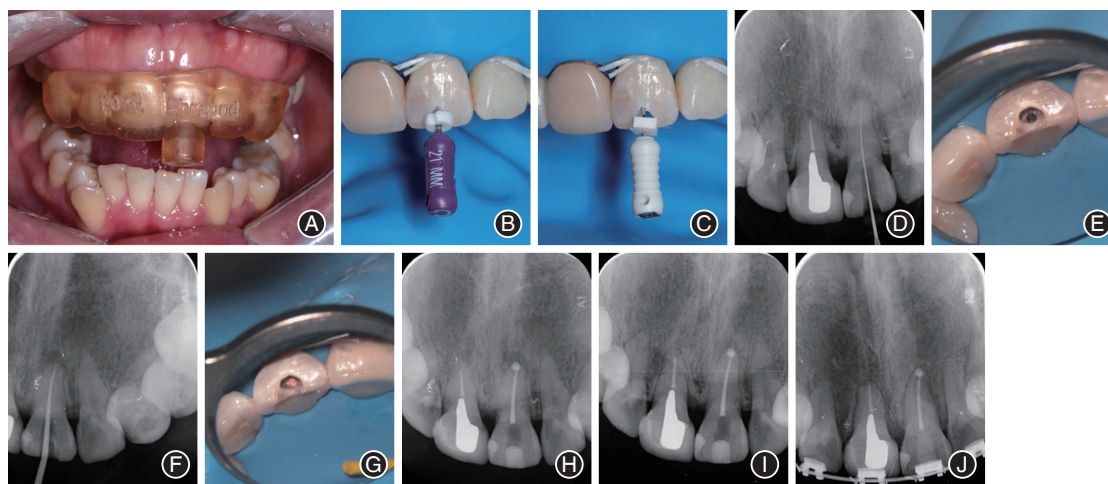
病例2根管治疗过程及术中、术后影像学资料 A:导板口内试戴及就位;B:10号C锉探查根管;C~D:15号K锉疏通至根尖及拍摄X线片;E:根管预备后;F:根管充填试尖片;G:根管充填完成显微镜下髓腔照;H:根管充填完成X线片;I:术后3个月复查根尖X线片;J:术后2年复查根尖X线片,患者正畸治疗中。
